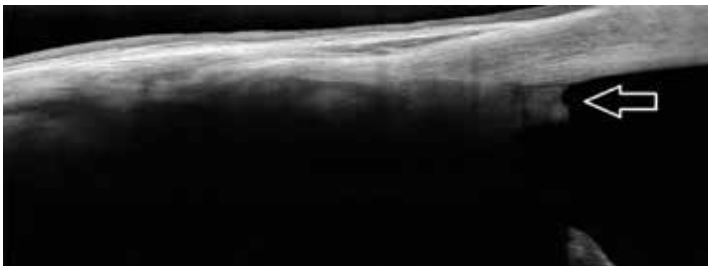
Томограмма глаза через десять месяцев после комбинированной операции осложненной катаракты и глаукомы с имплантацией дренажа «Ксенопласт» (сагиттальный срез): дистальный конец дренажа в углу передней камеры контактирует с эндотелием роговицы
